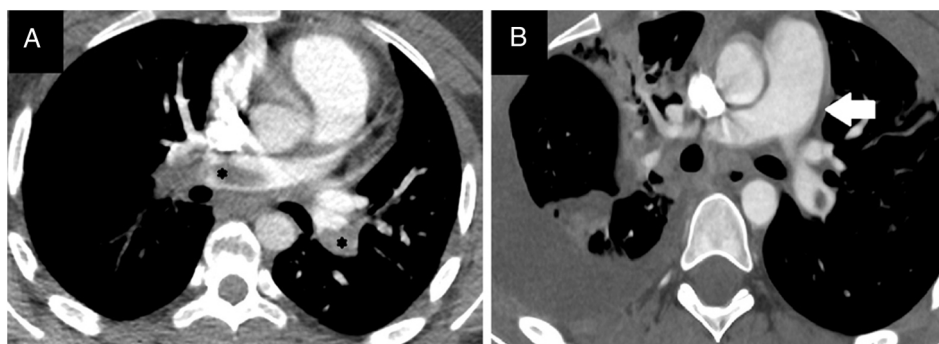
A) Angio-TC donde se aprecia TEP masivo que afecta a ambas ramas pulmonares principales (*). B) Tronco arteria pulmonar (flecha) con calibre aumentado (32 mm) como signo de hipertensión pulmonar y sobrecarga del ventrículo derecho.
